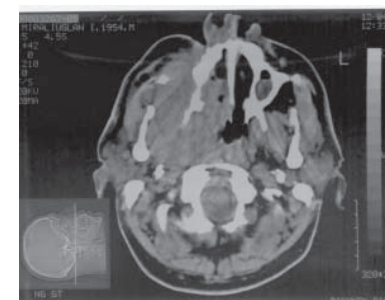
Большой М-лан и его КТ от 25.08.2004 г. (наблюдаются признаки прорастания опухоли в носоглотку, ретромандибулярное и крыловиднонебное пространство, ткани щеки).
